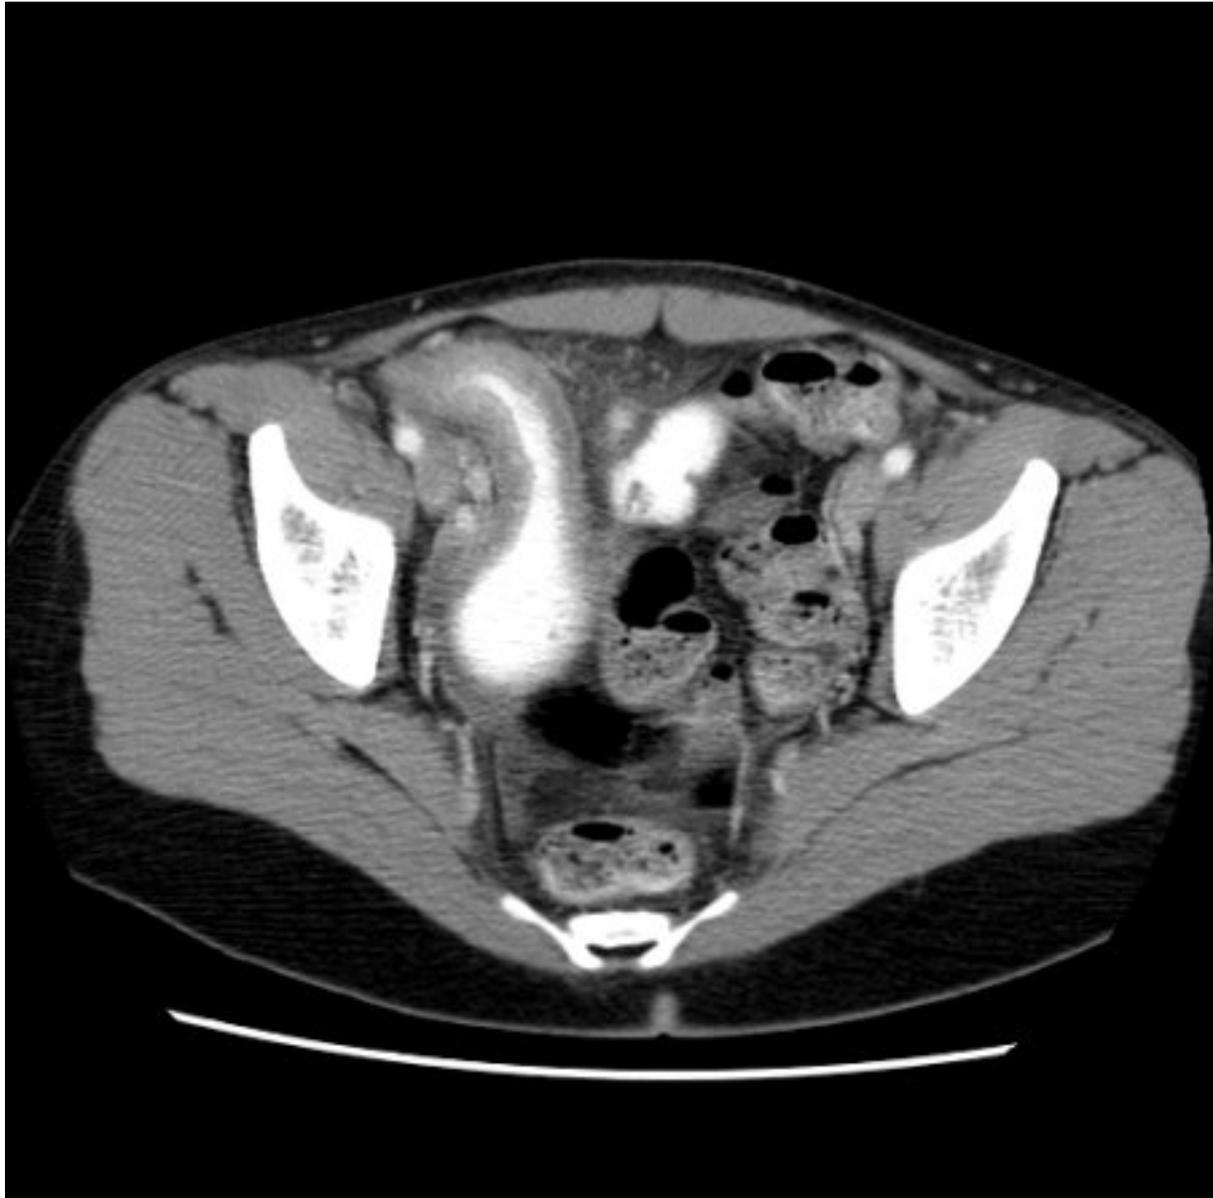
Exploración por TC en la que se observa engrosamiento del íleon terminal en un paciente con exacerbación de la enfermedad de Crohn
